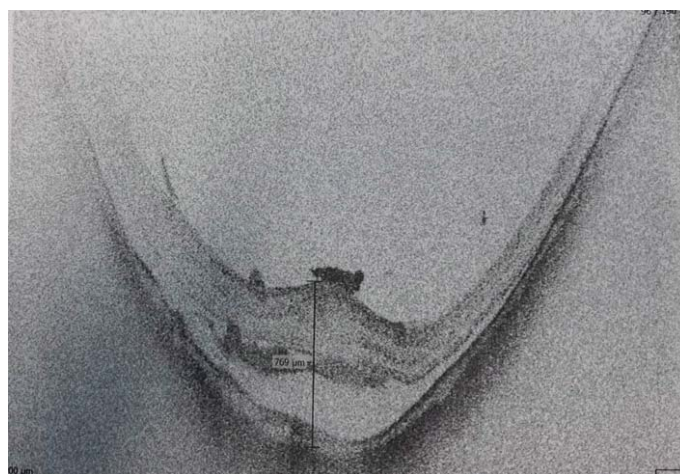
Оптическая когерентная томография раннего послеоперационного периода (до 7 сут) после хирургии с аутологичной кондиционированной плазмой (АСР)
